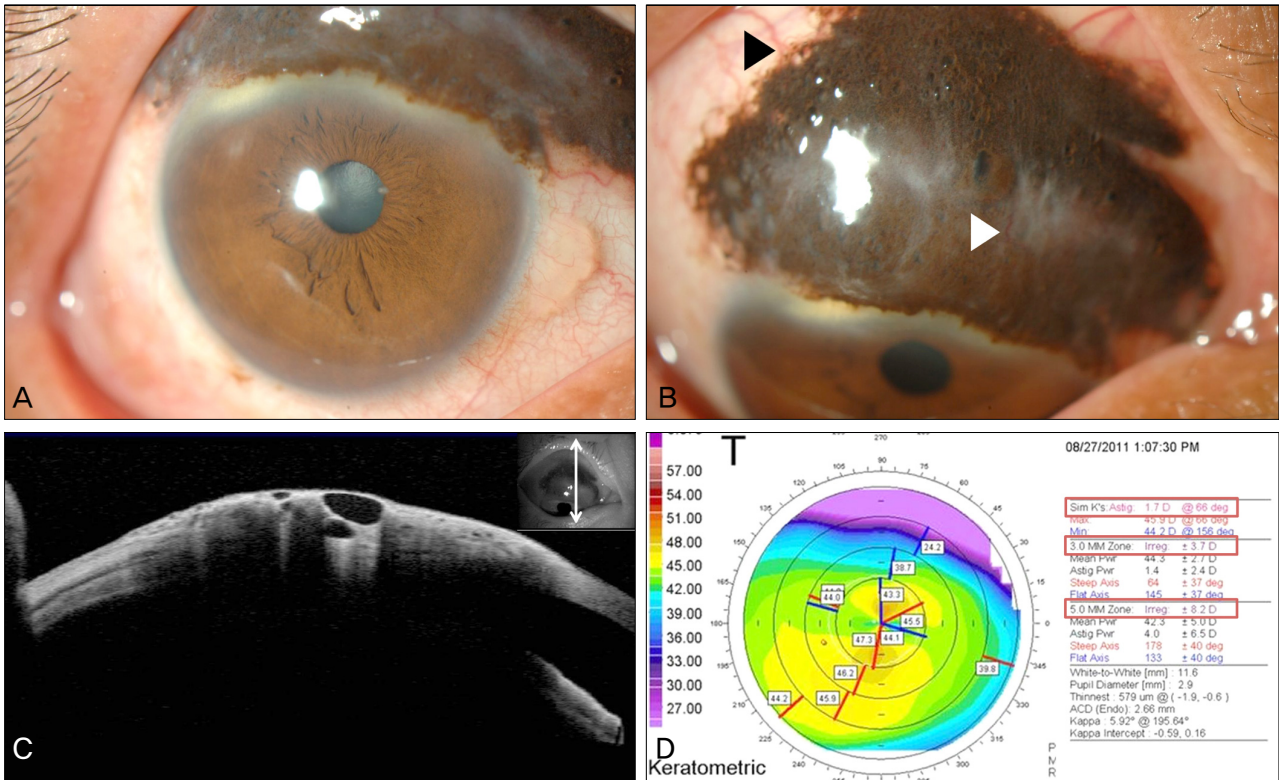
Preoperative photographs and examinations. (A, B) Photograph of conjunctival nevus. It sized 16 (horizontal) × 9 mm (vertical) with intralesional clear cysts, feeder vessels (black arrow head, ►) and intrinsic vessels (white arrow head, ▷). (C) Anterior OCT (Optical Coherence Tomography) of conjunctival nevus. They show multiple clear cysts in the mass. (D) Preoperative topography of right eye. It shows 1.7 diopter of corneal astigmatism.
